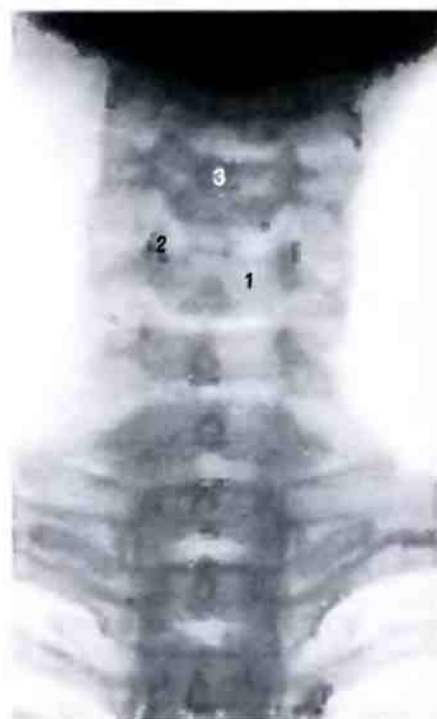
Шейная часть позвоночного столба; вид спереди (рентгенограмма). 1 — тело V шейного позвонка; 2 — суставной отросток; 3 — остистый отросток.
